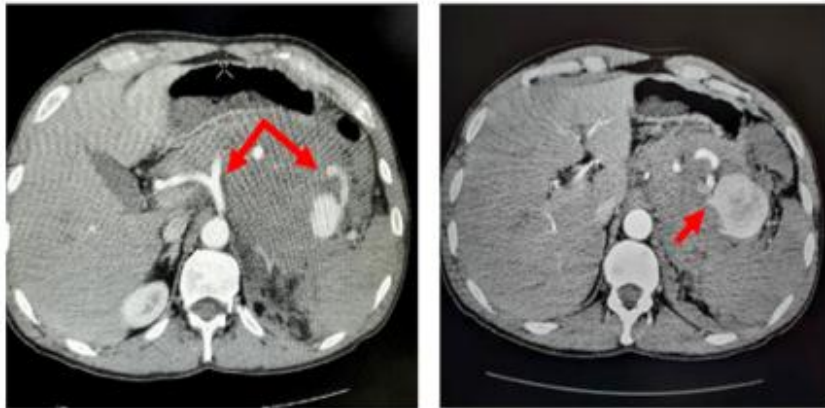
CE Abdominal CT highlights: (A). Well-vascularized celiac trunk more intensely opaque than the splenic artery; (B). contrast-extravasation suggesting rupture of the aneurysm.
